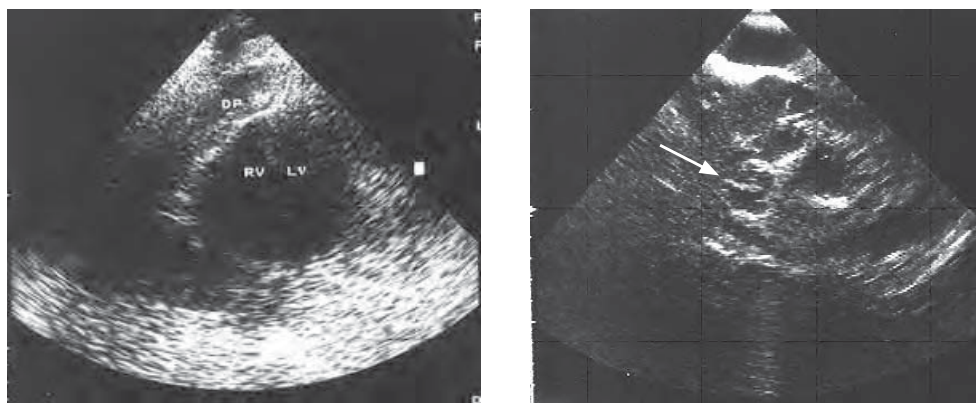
/11. Paciente con sepsis estafilocócica que presenta taponamiento cardiaco. En el ecocardiograma se observa el derrame pericárdico y una imagen de pseudocavidad en la cavidad pericárdica. En el acto operatorio se constató la presencia de hemopericardio por arteritis secundaria a absceso (flecha) intracavitario. El cultivo demostró *S. aureus* meticilino resistente.
